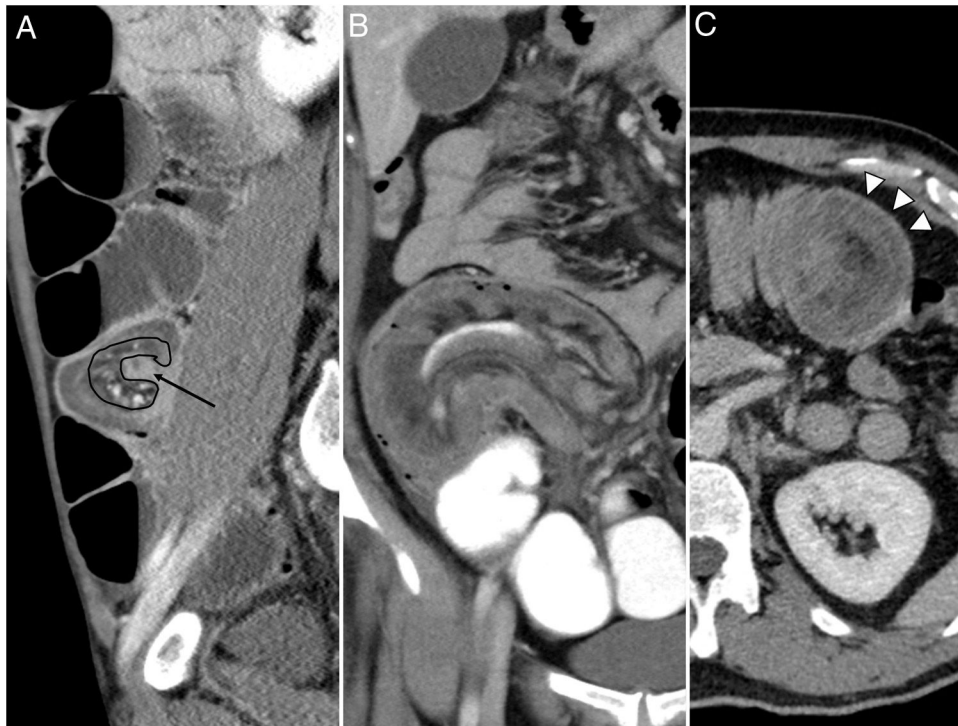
Signos de invaginación intestinal en tomografía computarizada. A) “Signo de la diana”, con el asa invaginada en el interior del asa proximal (flecha) y grasa de disposición excéntrica correspondiente al meso del asa invaginada (área perfilada). B) “Signo de la salchicha”, compuesto por bandas alternantes de hipo- e hiperdensidad, correspondientes a las paredes de las asas y la grasa de su meso edematosa. C) “Signo del pseudorriñón”: masa reniforme de centro hipodenso por edema y compromiso vascular de las asas implicadas, perfilada por una línea hiperdensa de realce (cabezas de flecha).
